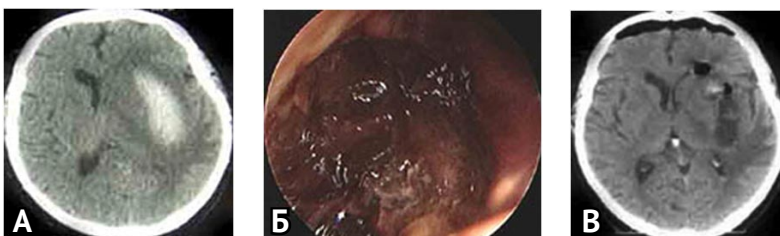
Эндоскопическое удаление гипертензивной путаменальной гематомы левого полушария головного мозга: А — компьютерная томограмма головного мозга: путаменальная гематома левого полушария объемом 45 см³ в подострой стадии; Б — вид полости гематомы и сгустка крови через эндоскоп; В — компьютерная томограмма головного мозга после операции: внутримозговая гематома удалена totally
